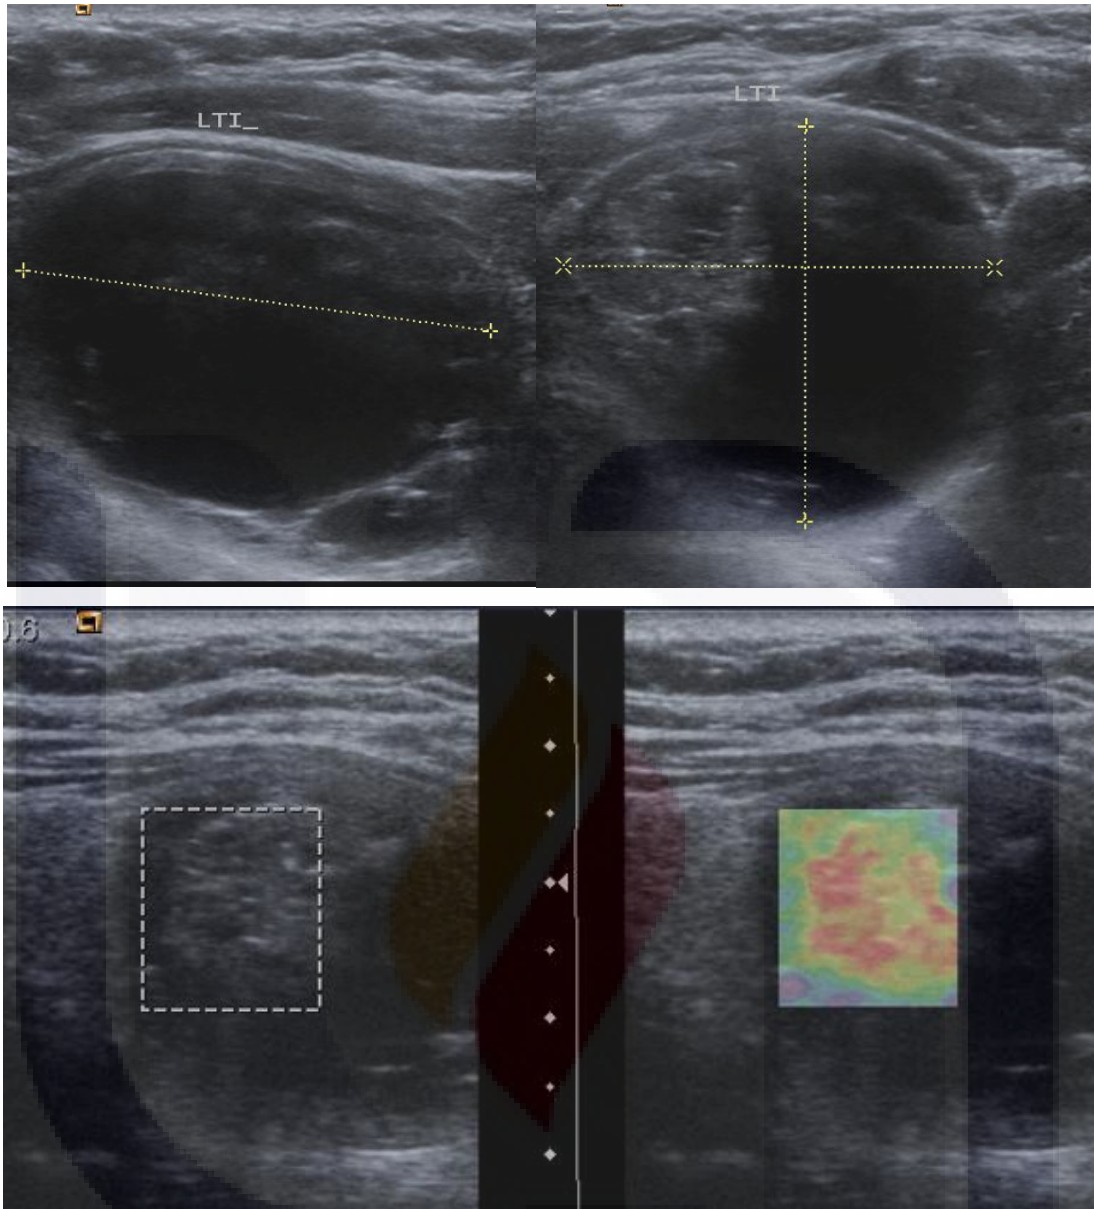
paciente femenina de 32 años de edad con diagnostico de bocio coloide ultrasonido modo B en LTI mixto con componente solido el cual a la aplicacion de elastografia muestra comportamiento rigido por lo cual se dio como positiva.
